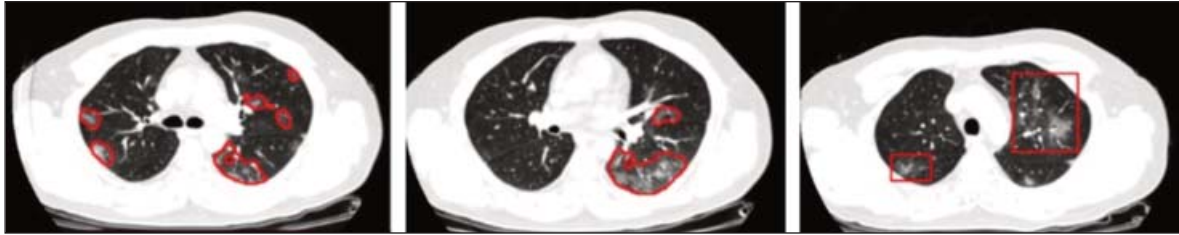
КТ органов грудной клетки пациента А. на 13-й день болезни. Отмечаются очаги уплотнения интерстиция по типу «матового стекла» по всем легочным полям
